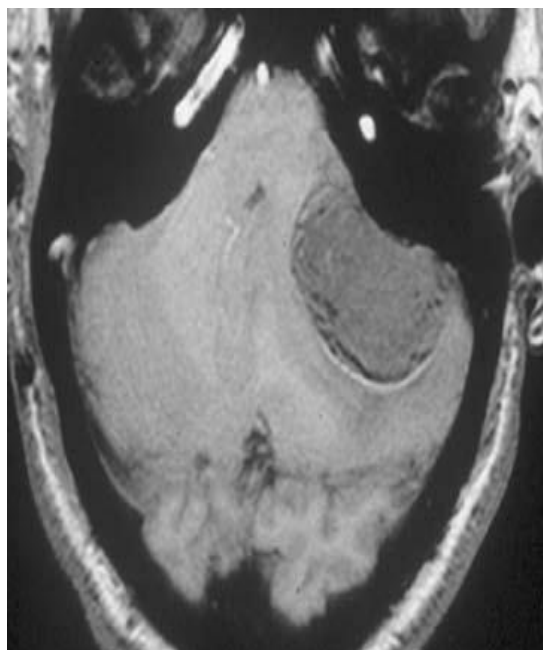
IRM pondération T2, coupe axiale : Localisation latérale
